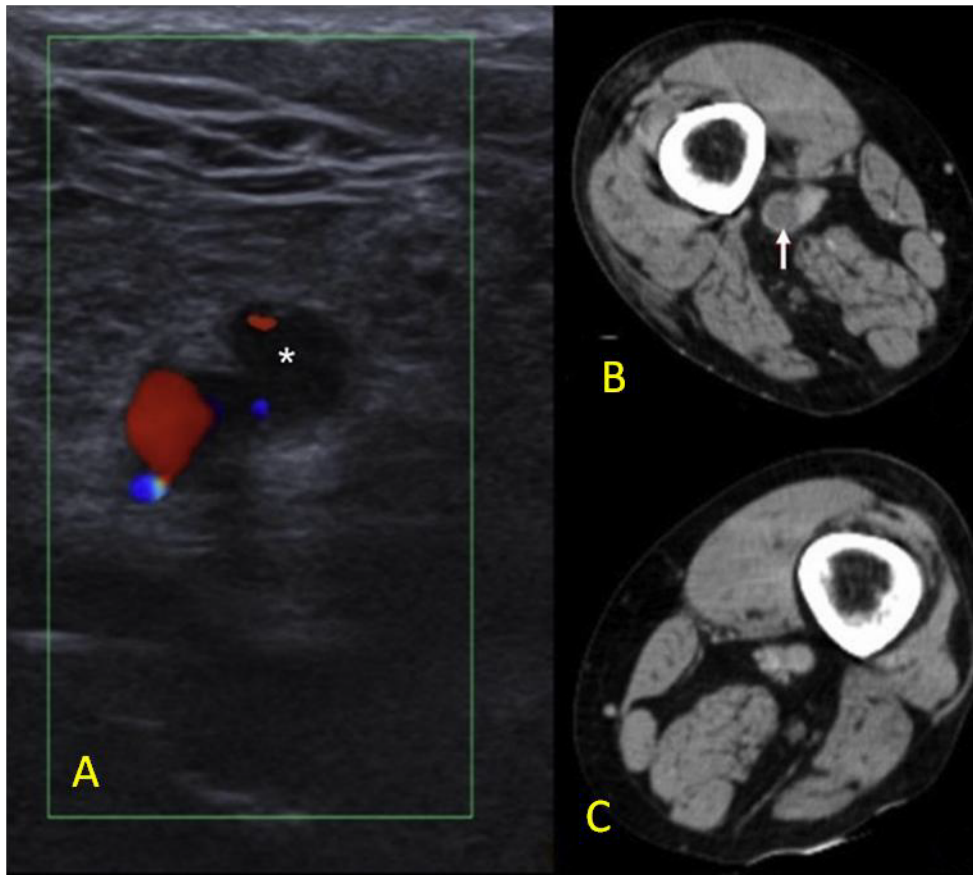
Trombosis venosa profunda vena femoral superficial. A) Ecografía de las venas de los miembros inferiores: imagen hipocogénica en el interior de la vena femoral superficial derecha, con ausencia de compresibilidad y de flujo Doppler (asterisco). B) Flebo-TC: defecto de repleción en el interior de la vena femoral superficial derecha (flecha), la cual presenta un calibre aumentado respecto a la contralateral (C). Tilve-Gómez et al <sup>100</sup>
